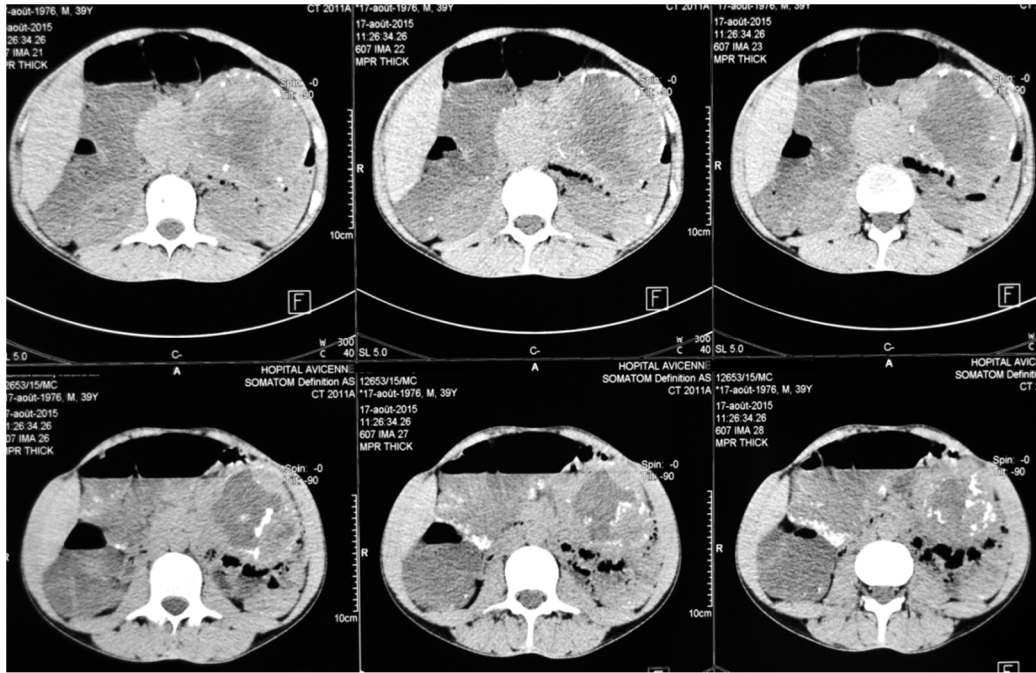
TDM abdominale sans injection de produit de contraste-coupes axiales
